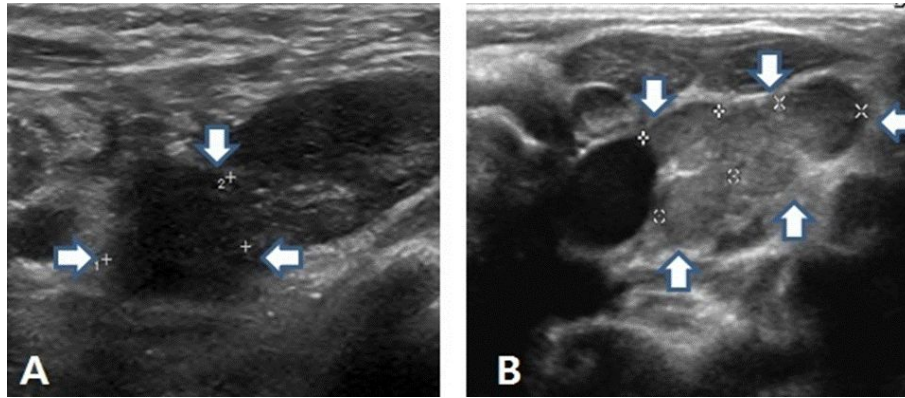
Ultrasonographic findings of enlarged left axillary lymph node on 1st admission (A) and enlarged left cervical lymph node at outside hospital on 2nd admission (B).
